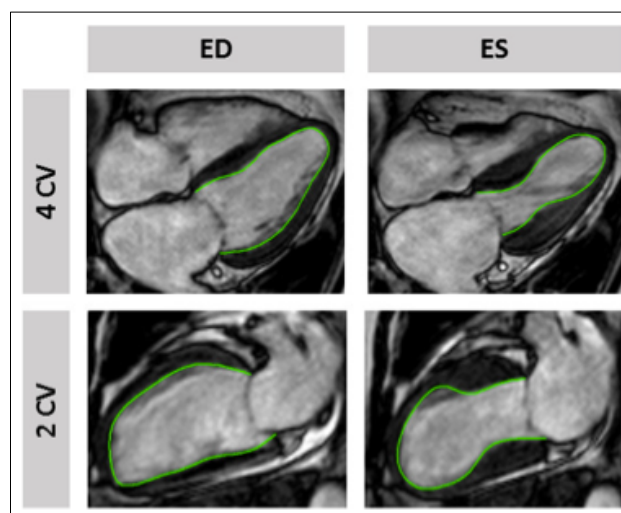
Analyse des longitudinalen Strain bei einem Patienten mit typischer apikaler Ballonierung. Ansicht der langen Achse im 4- und 2-Kammerblick enddiastolisch und endsystolisch im kardialen MRT-FT mit markierter endokardialer Kontur (grün).
